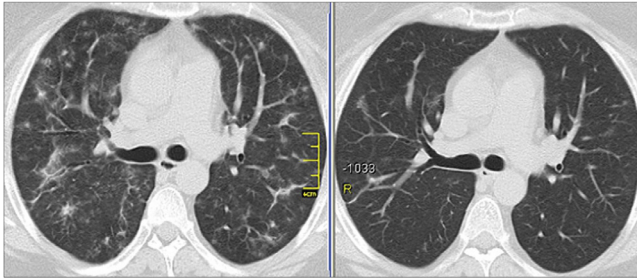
КТ хворої О., 54 роки, ГП, підгостра форма;
